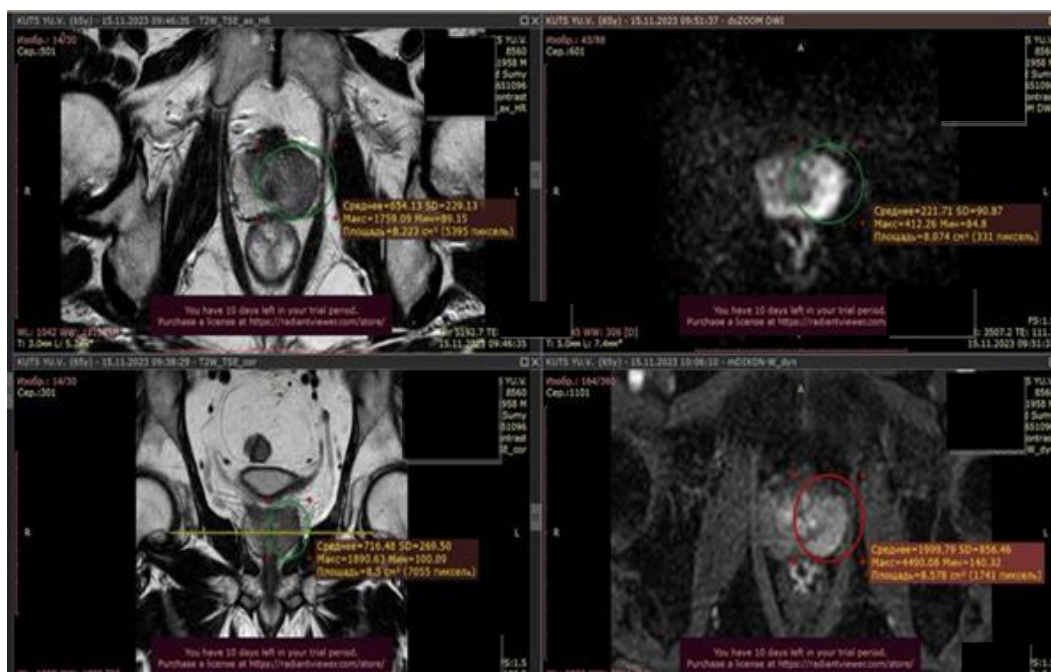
МРТ-зображення пухлини. Кольоровими чорнилами показано розташування новоутворення. 60-річний пацієнт із домінантним ураженням правої задньої та бічної периферичної зони від основи до середини залози
